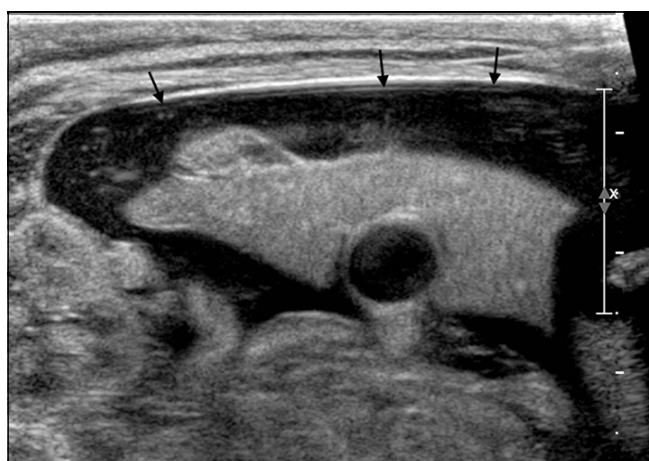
Ecografía abdominal. Extenso hematoma subcapsular hepático (flechas).
